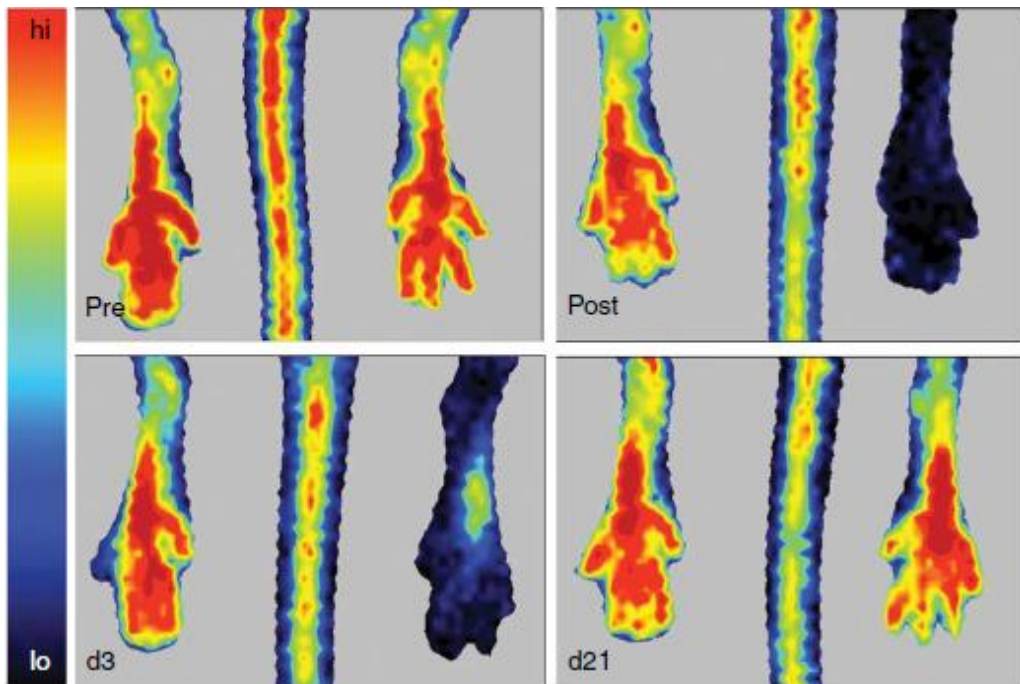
Laser-Doppler-Imaging (LDI): Farbkodierte Darstellung des Blutflusses im Hinterlauf der Maus vor (Pre), direkt nach (Post) sowie 3 (d3) bzw. 21 (d21) Tage nach Ligatur der A. femoralis superficialis (Limbourg et al. 2009)
